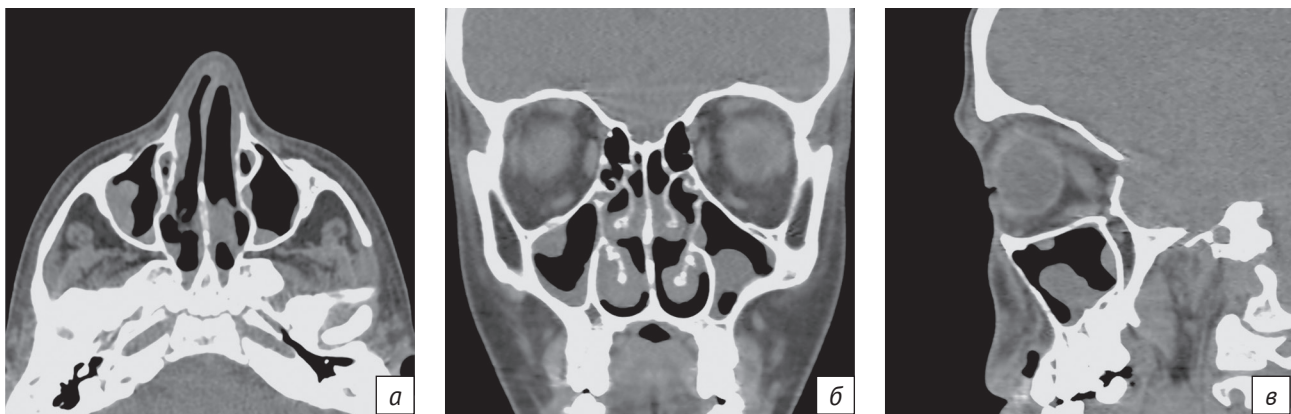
КТ придаточных пазух носа в аксиальной (*а*), коронарной (*б*) и сагиттальной (*в*) плоскостях (мягкотканое окно). Визуализируется неравномерное утолщение слизистой оболочки обеих верхнечелюстных пазух полипозного характера: справа – в верхних латеральных отделах (*а*, *б*), слева – в нижних медиальных отделах (*б*, *в*)
